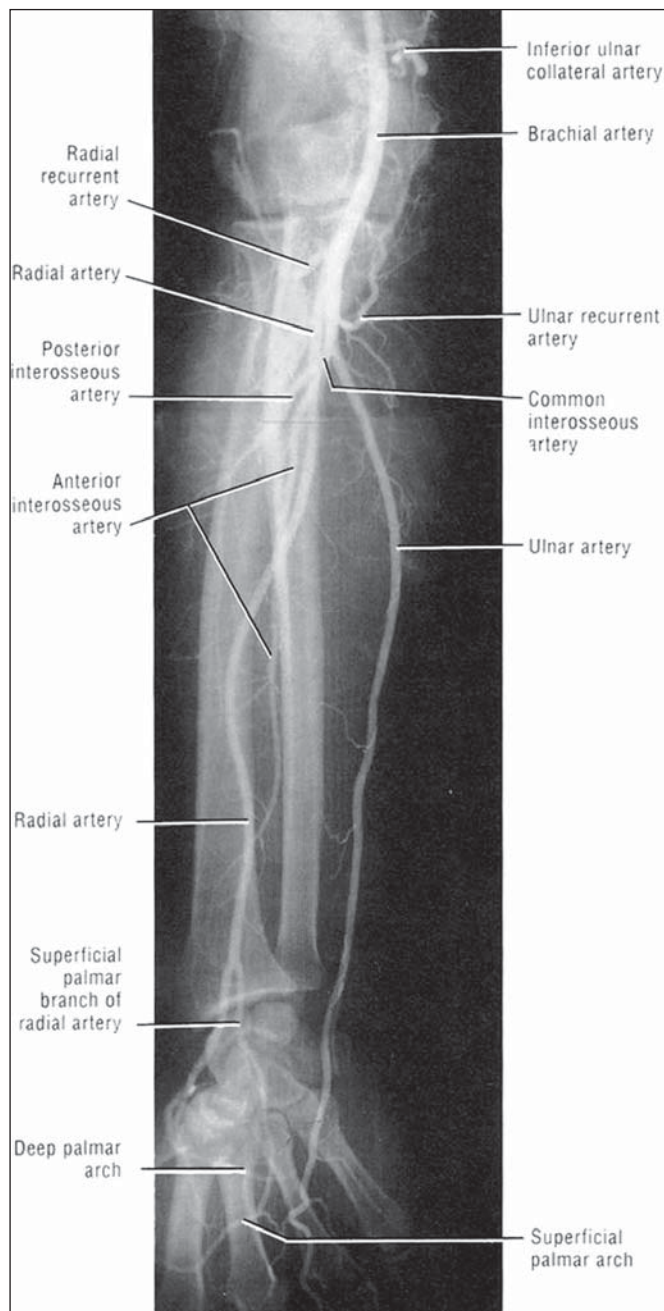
Рентгеноангиограмма сосудов верхней конечности
